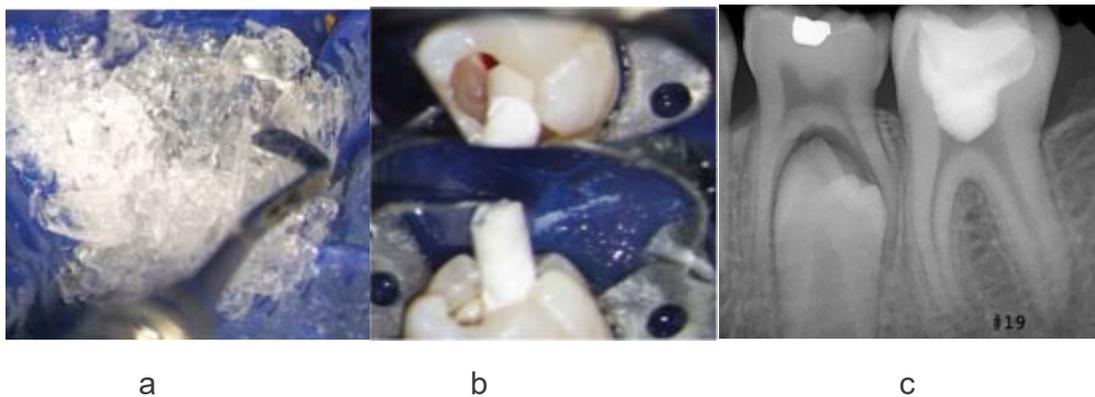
a. Empaquetado con hielo de agua estéril raspado (0°C) sobre una exposición pulpar directa en el diente, b. Colocación de un material biocerámico (EndoSequence BC RRM, Brassler USA, Savannah, Georgia) sobre una exposición pulpar cariosa, c. Radiografía periapical posoperatoria del diente. Tomado del Bahcall,J y cols, 2019 ⁽⁶⁶⁾.
